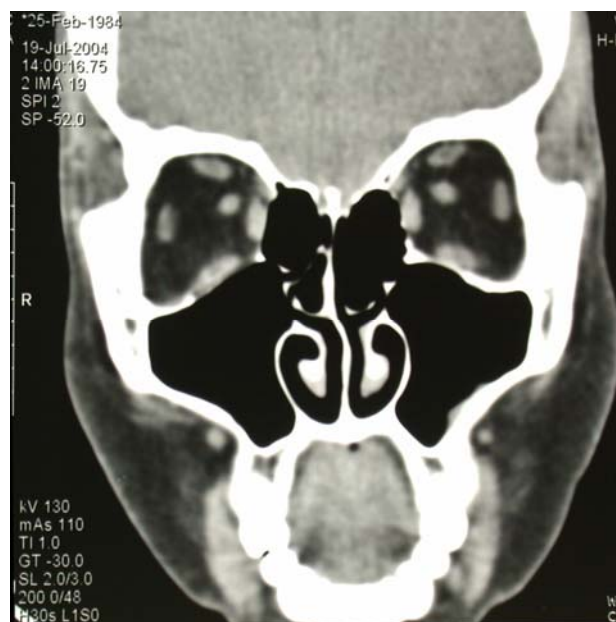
Tomografia computadorizada de órbita (corte coronal), mostrando a proximidade dos músculos reto superior/levantador da pálpebra e reto medial/oblíquo superior
